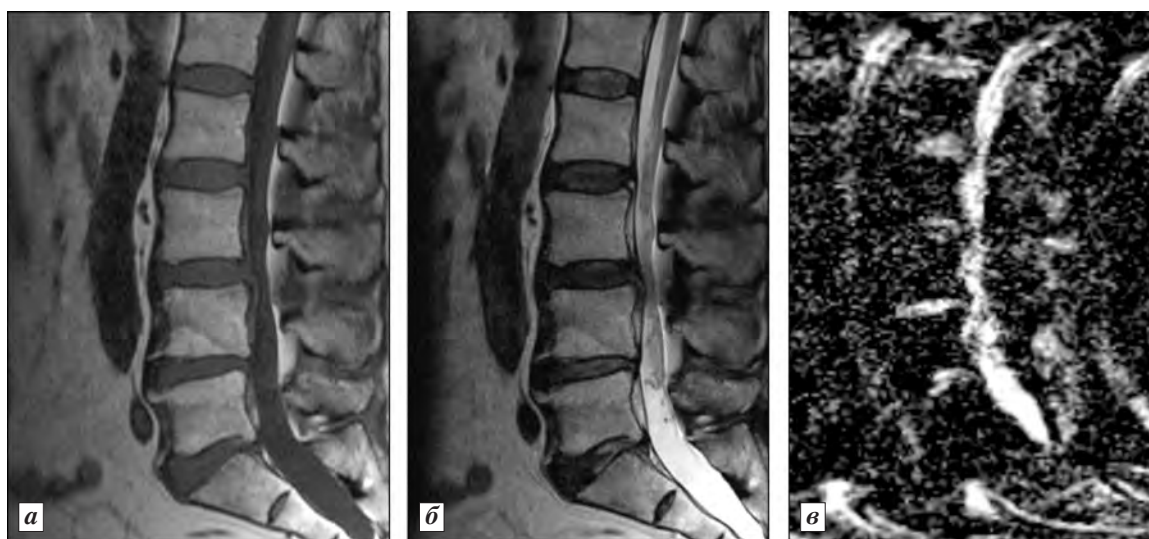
МРТ-граммы и карта ДВИ пояснично-крестцового отдела позвоночника:
